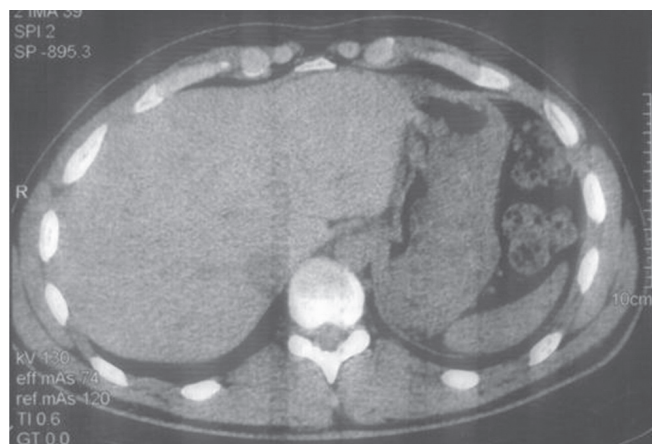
TC cu TH gr. IV (Mirvis), la 12 luni de la TNO
